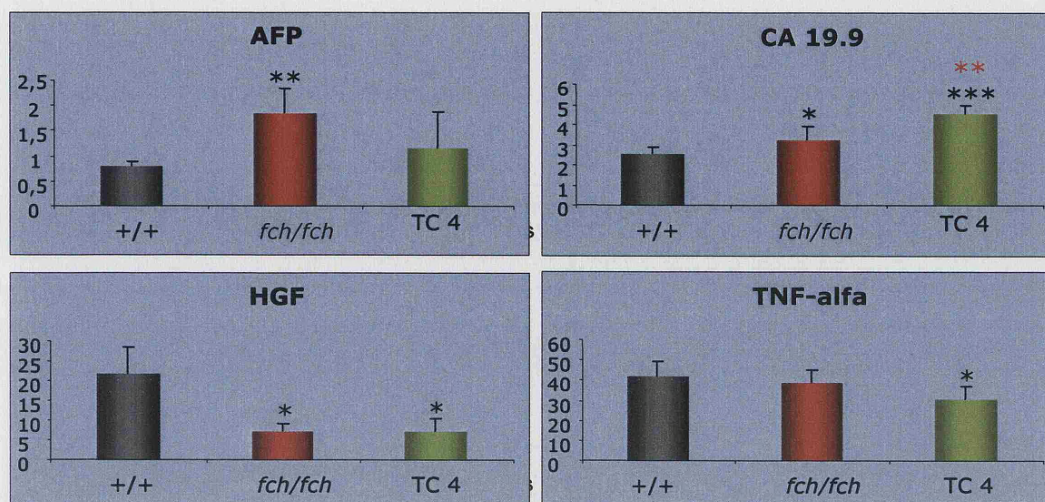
Concentraciones de AFP, CA 19.9 y TNF- α en ratones control +/+, *fch/fch* y grupo TC4. *: $p < 0,05$; : $p < 0,01$; *: $p < 0,005$. En negro, comparación con controles +/+; en rojo, comparación con controles *fch/fch*.
